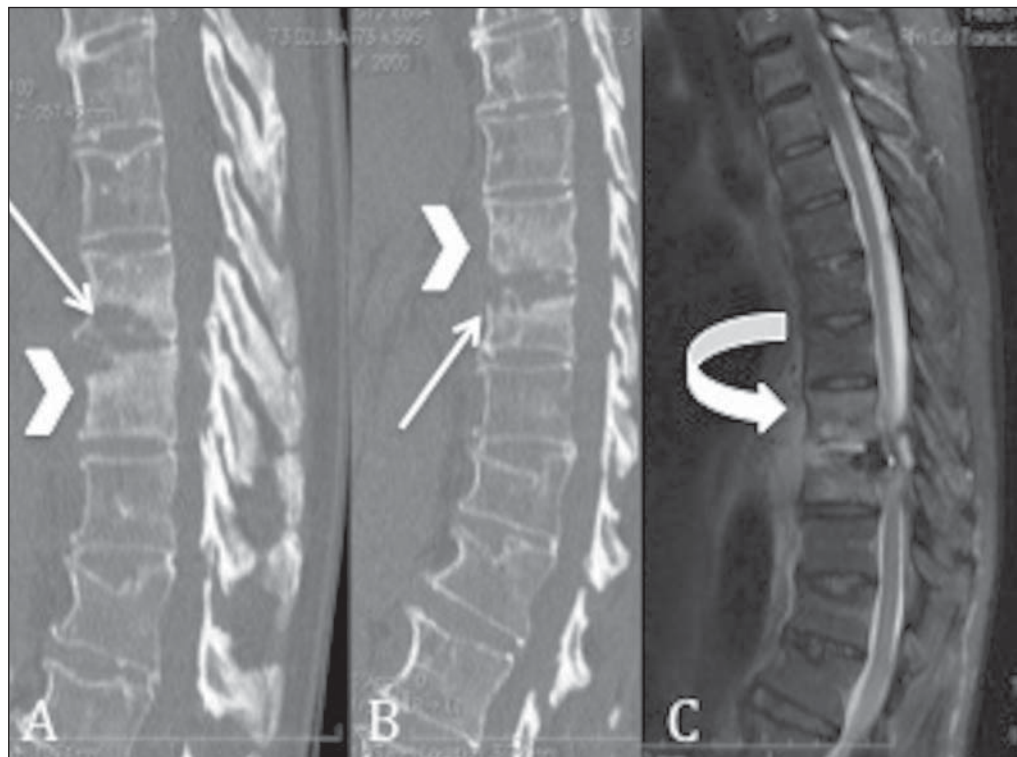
Tomografia computadorizada com reconstruções sagitais (A,B) e ressonância magnética no plano sagital ponderada em T2 da transição toracolombar (C). Nota-se aumento da densidade dos corpos vertebrais (cabeças de setas), associado a erosão óssea (setas) nas margens dos discos intervertebrais e coleção (seta curva) adjacente e anterior aos corpos vertebrais (observado em C).
